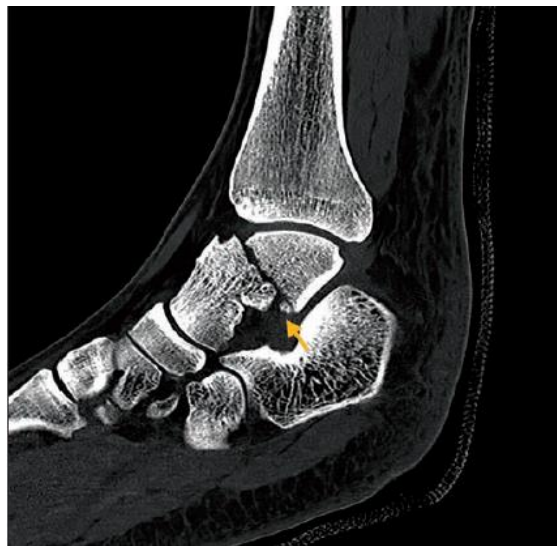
TDM de la cheville en coupe sagittale, montrant une fracture transversale complète du corps du talus, comminutive. [49]
